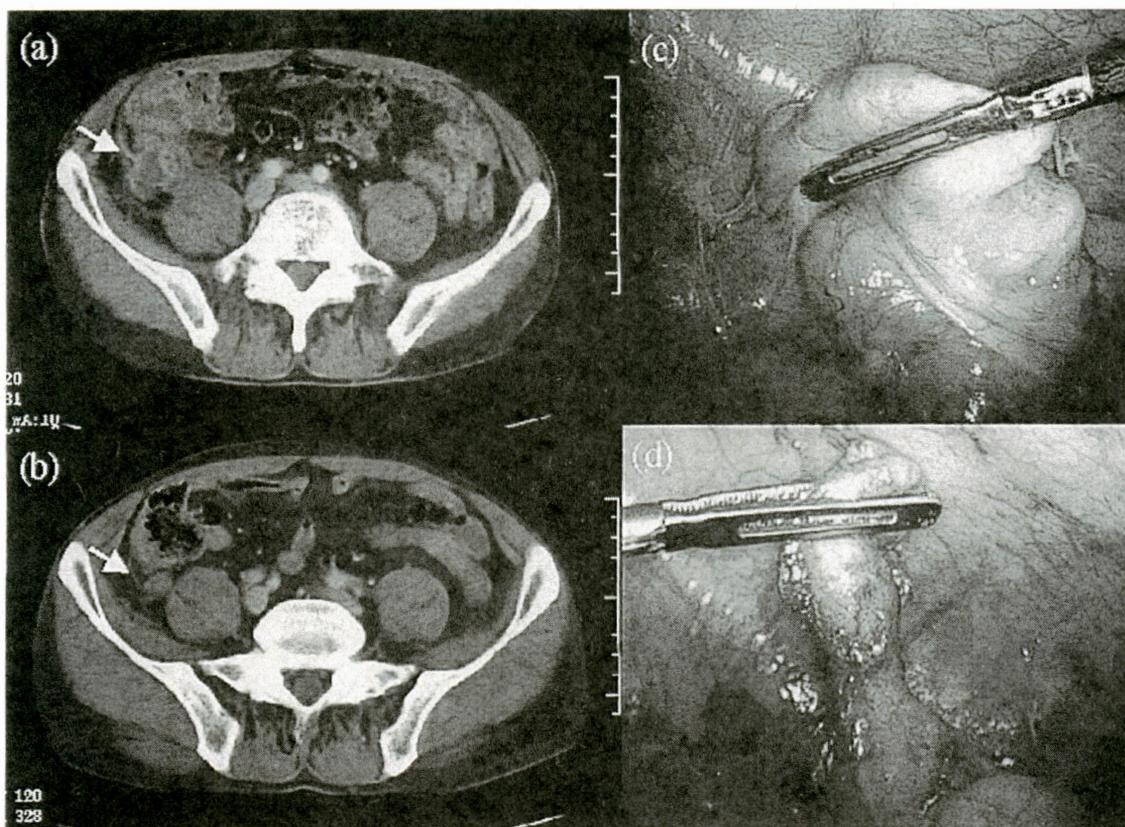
腹部CT (a)盲腸壁の浮腫状の肥厚と盲腸背側に膿瘍形成を認める。(b)膿瘍は盲腸背側の腫大した虫垂と連続している。術中所見；(c)回盲部周囲の炎症所見は軽度。(d)虫垂は2.7cm長と短く、壁は肥厚していた。
